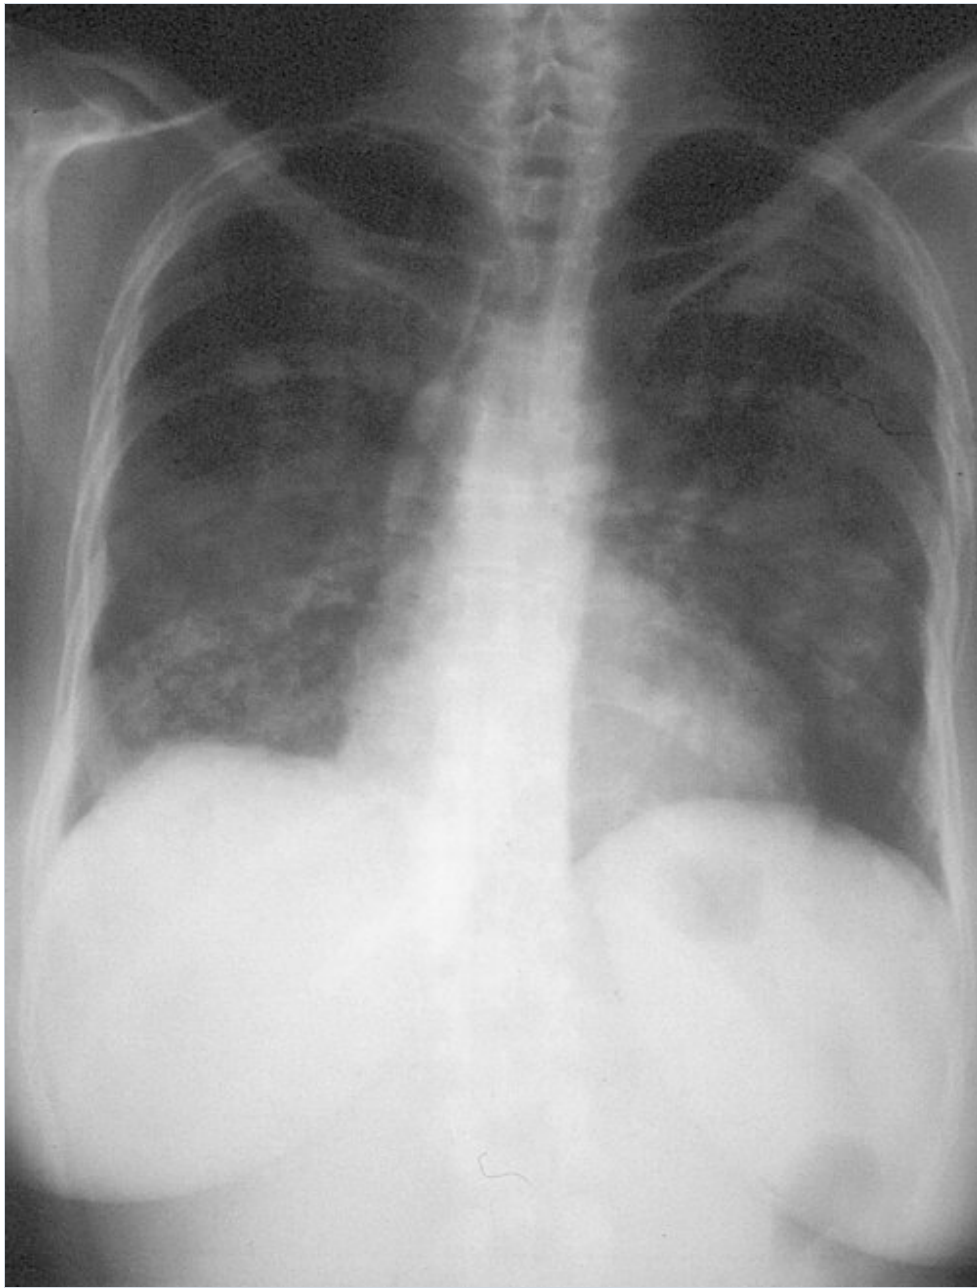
Granulomatosis de Wegener Los infiltrados pulmonares del pulmón son menos aparentes en la radiografía estándar (a) en comparación con la tomografía computada (b y c).
